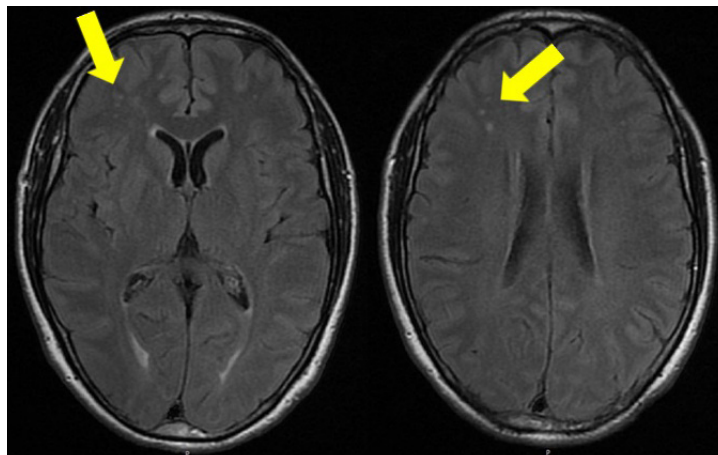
Resonancia magnética de encéfalo donde se observan múltiples imágenes menores a los 10 mm, hiperintensas (flechas) en T2 y FLAIR, que se distribuyen en la sustancia blanca periventricular y subcortical de ambos hemisferios que no restringen en secuencia DWI.
